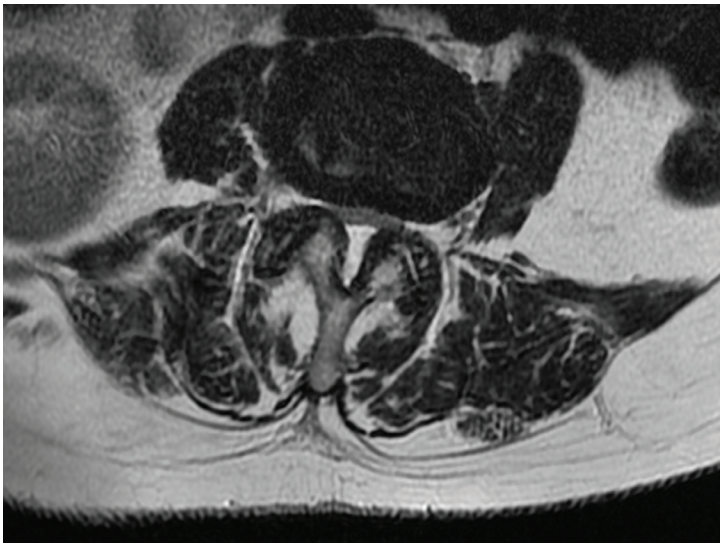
Rezonans magnetyczny 27-letniego pacjenta – przekrój poprzeczny na poziomie L3/L4. Nie uwidoczniło zmian patologicznych mięśni grzbietu (materiał własny)
